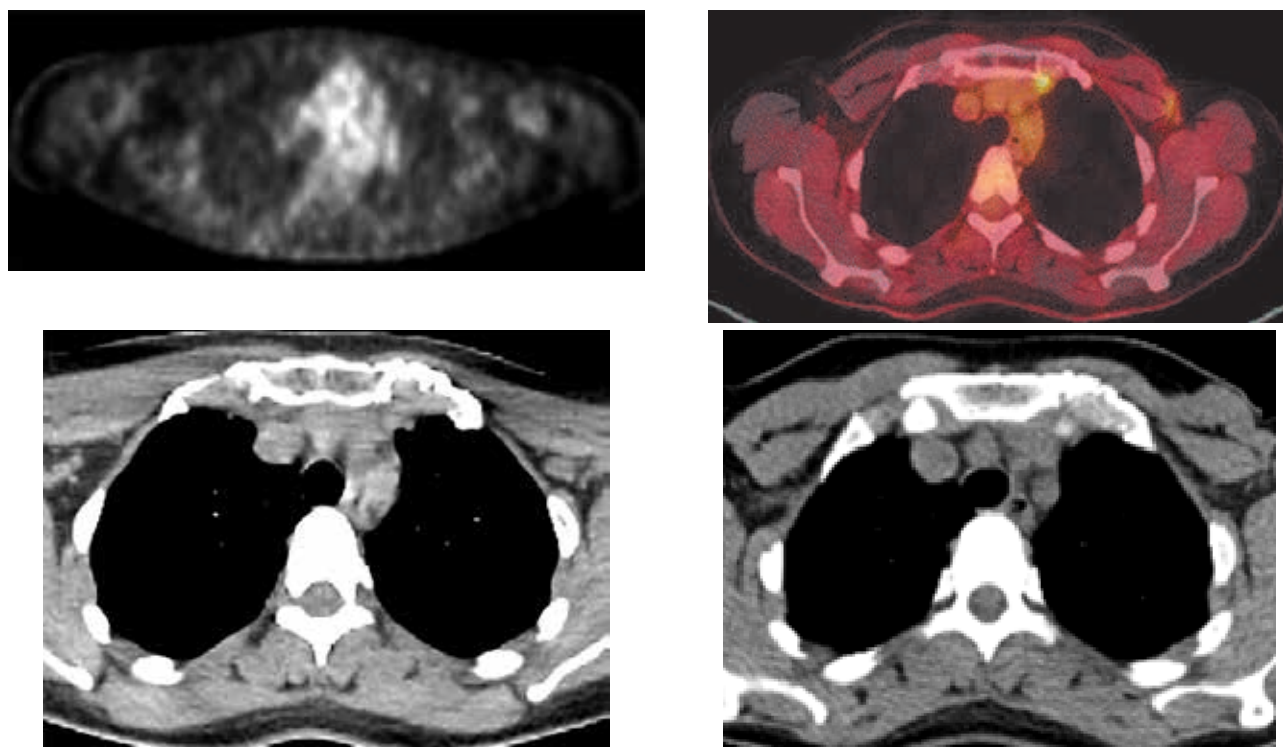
Полный регресс очага в ретроостеральном лимфатическом узле на фоне терапии лапатиниб + капецитабин по данным ПЭТ-КТ
